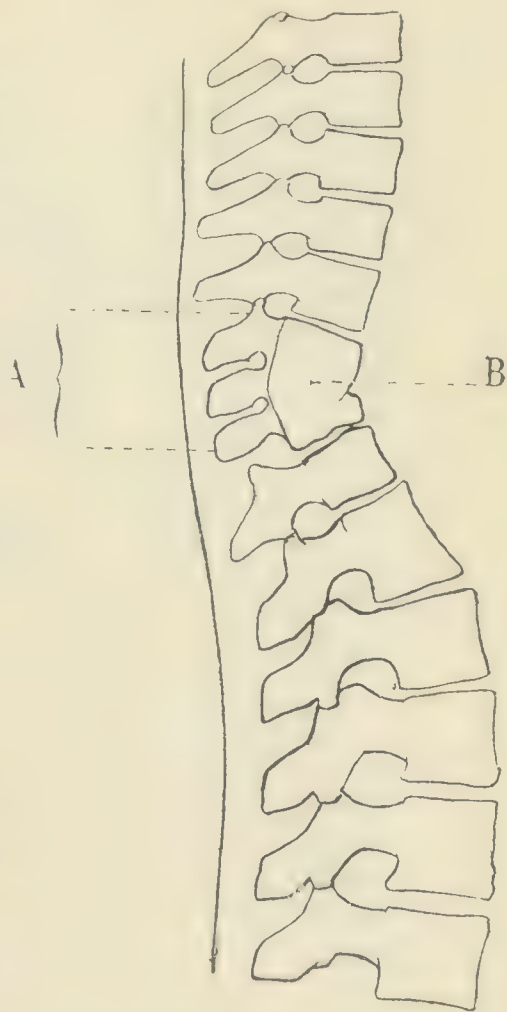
Der Kranke der Fig. 226 und 228. — Abklatsch der Radiographie des Herrn Infroit; man sieht: 1. daß die Wirbelsäule vorne in einem Stück ist, B; 2. daß trotzdem die Rückenlinie gerade ist: der Gibbus ist verschwunden, A.
